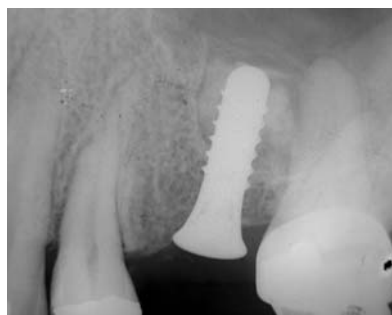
Röntgenaufnahme zwölf Monate nach Belastung (Fall 1).
